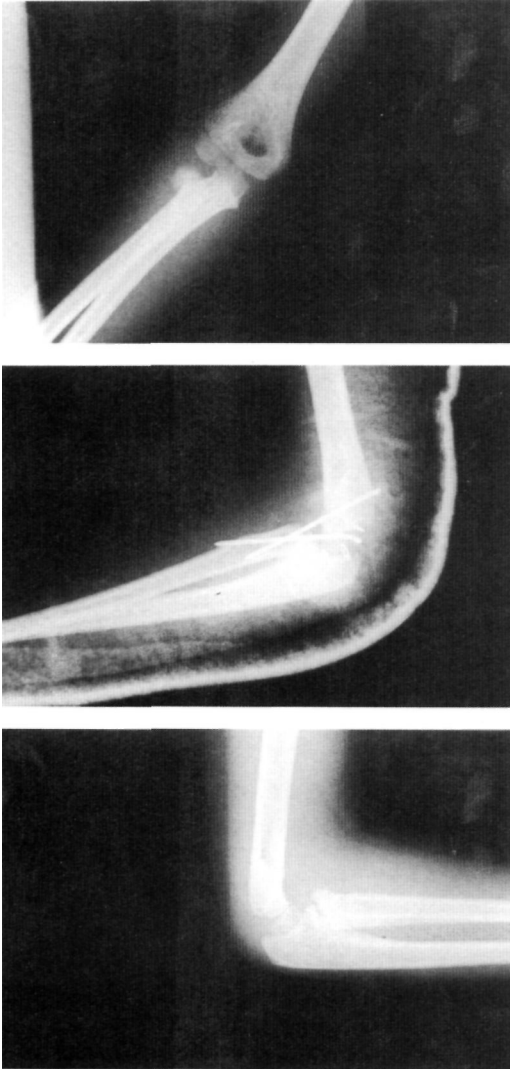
A) Radiografía Anteroposterior del codo de un paciente de 10 años con una fractura desplazada del cuello del radio (tipo 3 de Judet). B) Radiografía lateral del codo: fractura reducida y fijada con agujas. C) Radiografía lateral del codo, una vez ya retiradas las agujas, en la que se observa la necrosis de la cabeza del radio.
